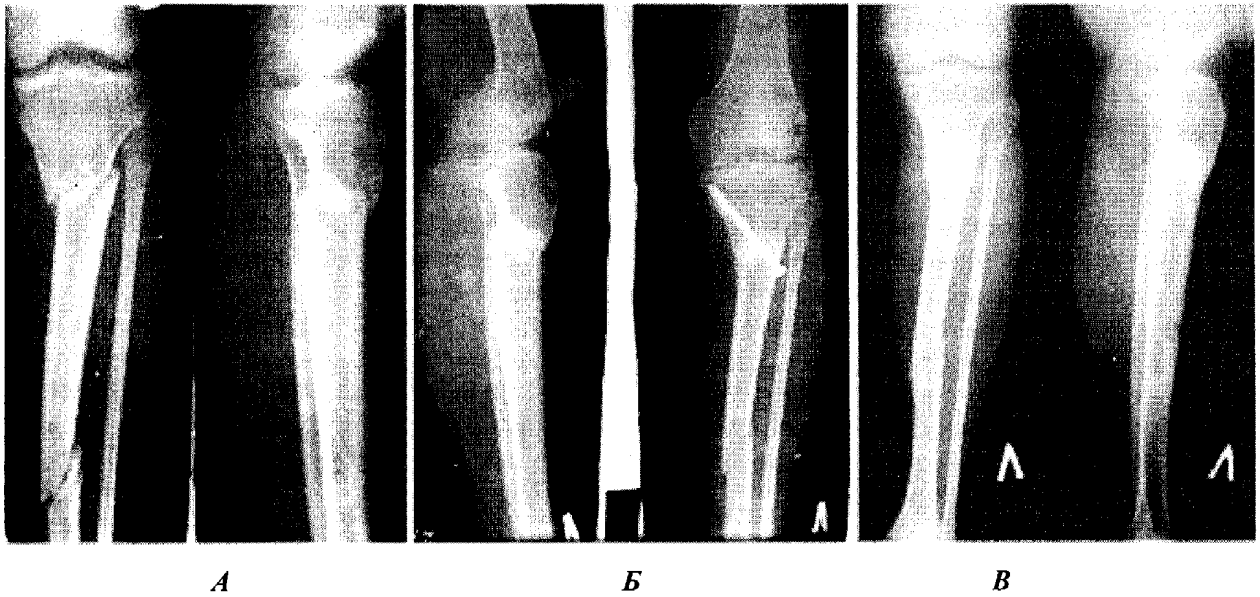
Рентгенограми хворої Т.: А – при поступленні; Б – через 2,5 міс. після остеосинтезу канюльованим гвинтом; В – імплантат видалено.
